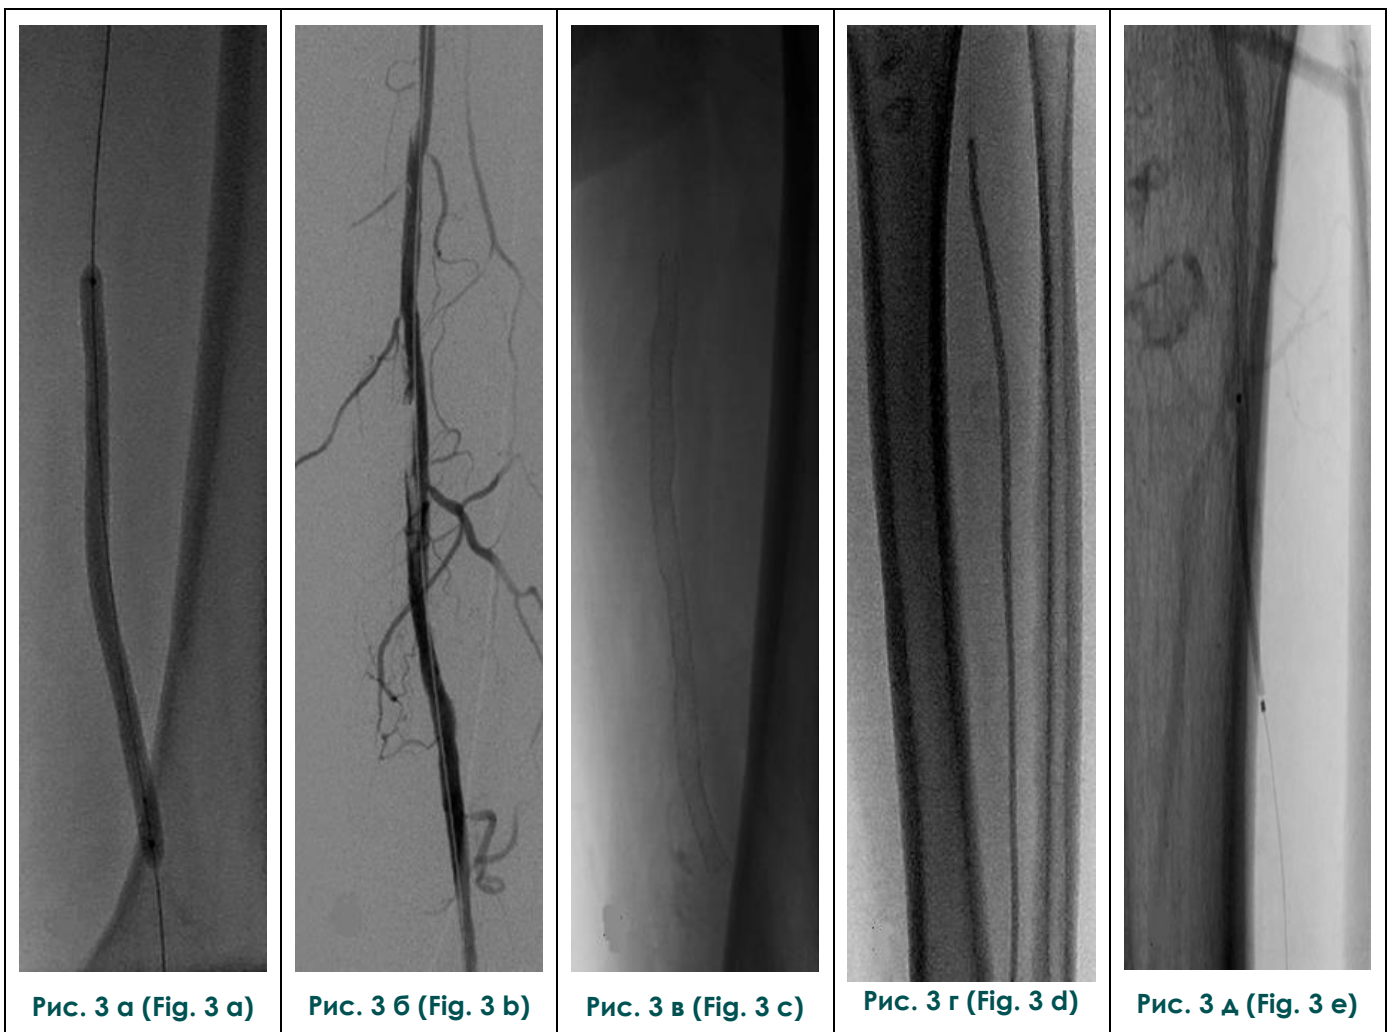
Ангиограммы. Этапы рентгенэндоваскулярного вмешательства, Пациент К.
